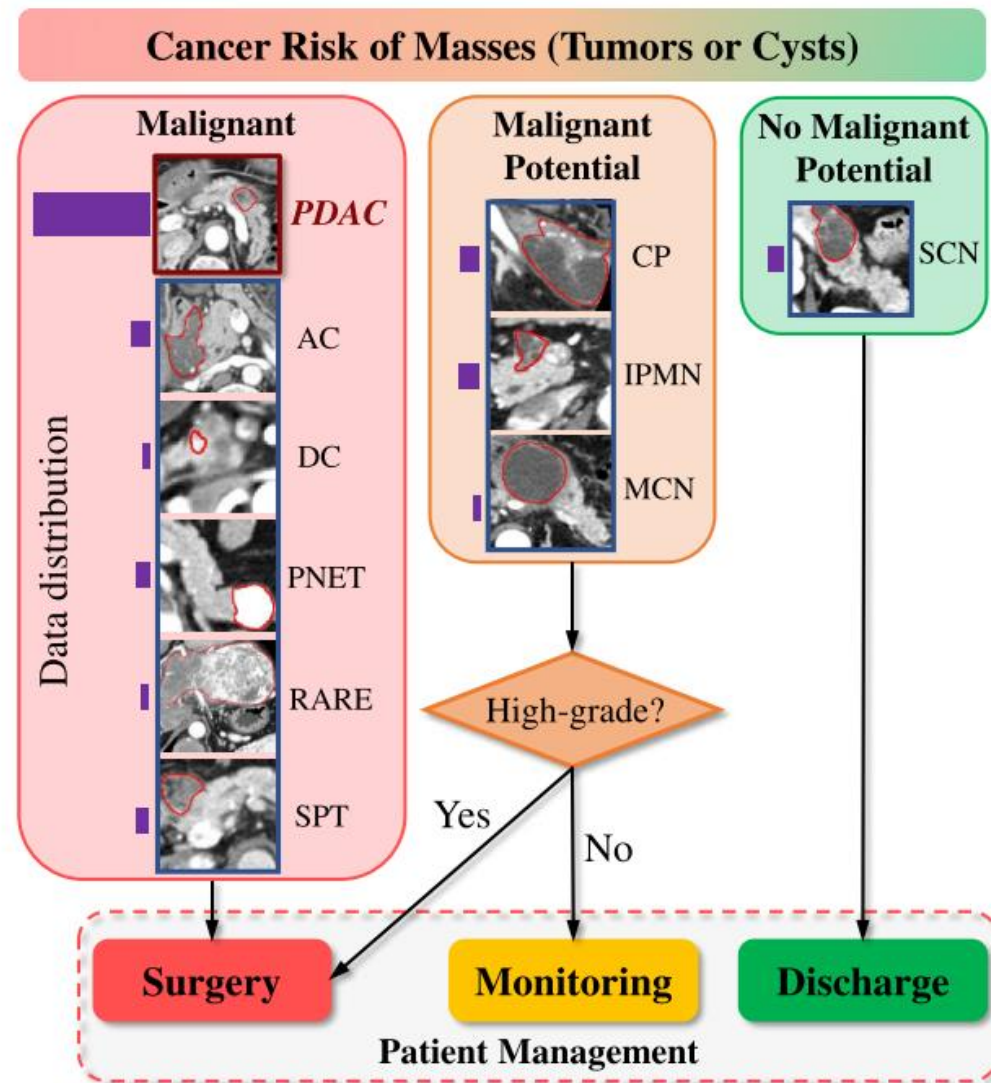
Disease taxonomy of the ten types of pancreatic masses (tumors, cysts). Mass type diagnosis determines the clinical malignancy indications that lead to the proper patient risk stratification and management. The purple histogram bars represent their relative frequencies. All images are in the arterial-late CT phase.
